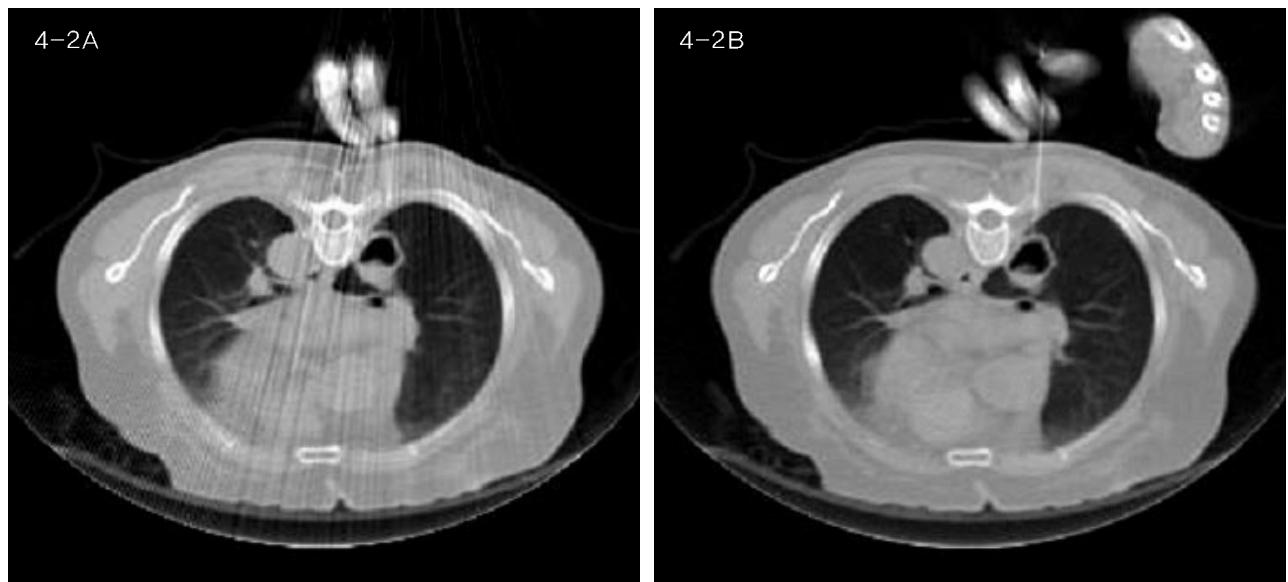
CT fluoroscopy 유도 생검
